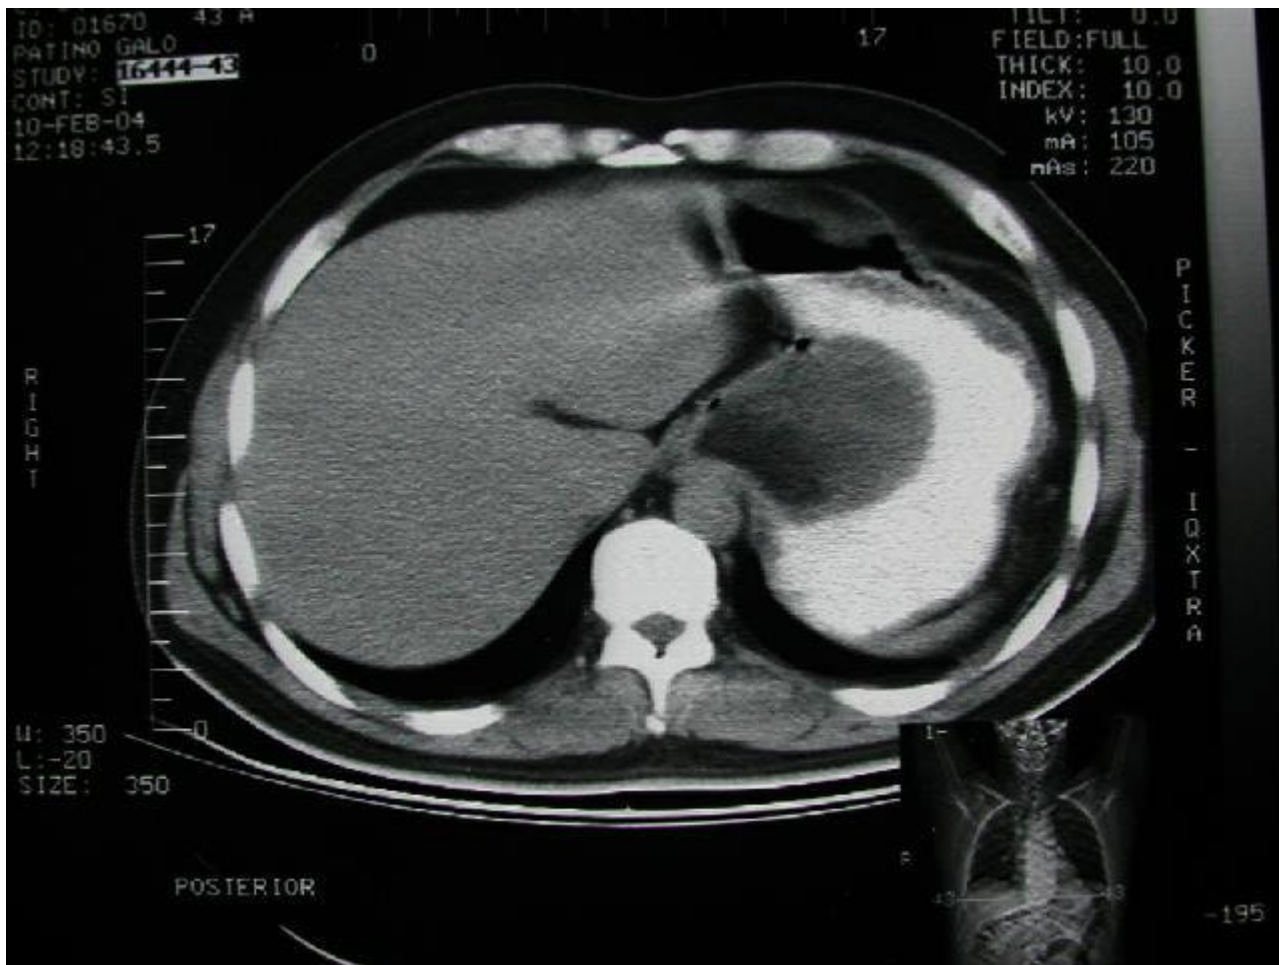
TAC. Corte en el que se observa prolongación de la masa hacia la pared anterior del est ómago.
